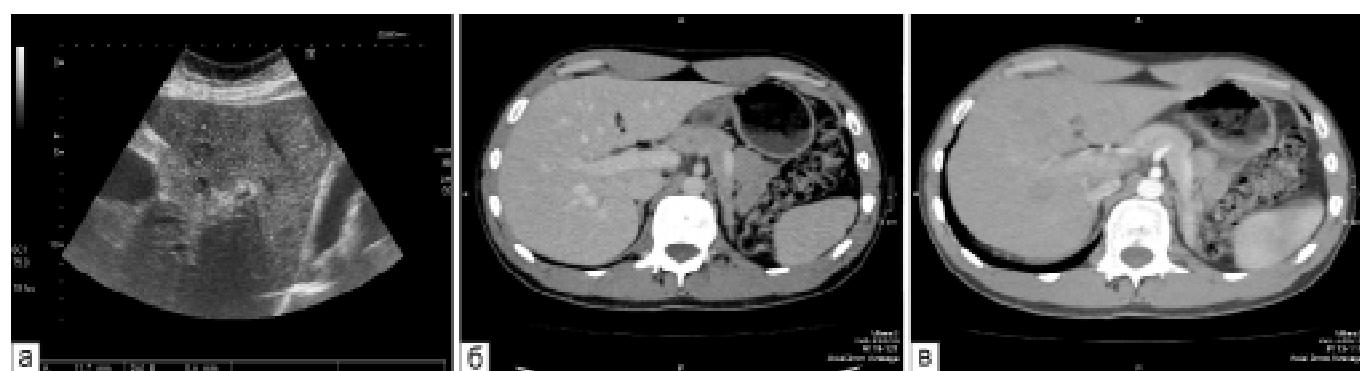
Пацієнт К., 62 роки: а — УЗД. Дрібні метастази (курзори) у ліву частку печінки з адено карциномою товстої кишki; б — КТ з контрастним підсиленням, аксіальна проекція, артеріальна фаза. Патологічні осередки не виявлені (ізоденсивні метастази); в — КТ з контрастним підсиленням, аксіальна проекція, венозна фаза. Патологічні осередки не виявлені (ізоденсивні метастази)
